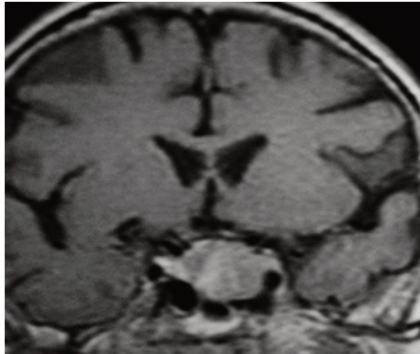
МРТ голови: коронарний зріз
